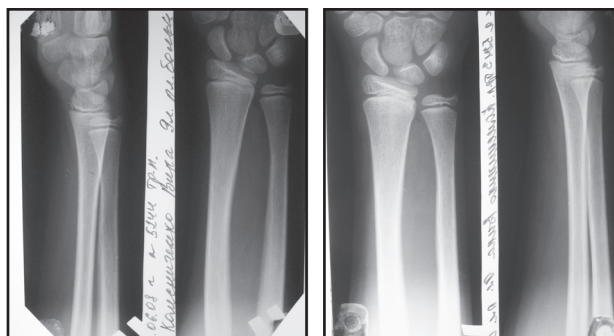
Рентгенограми хворої К., 9 років, дистальний відділ правого (а) та лівого (б) передпліччя у двох проекціях
